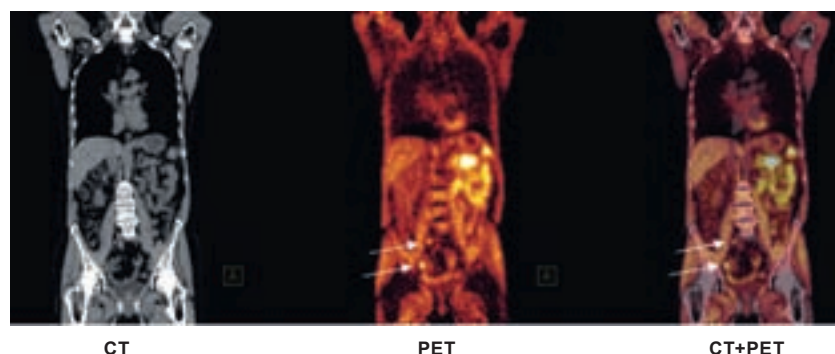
Man med stigande PSA-värden som misstanke på recidiv efter behandling av prostatacancer. CT till vänster visar inga förändringar. FDG-PET (mitten) visar två tydliga metastaser. Bilden till höger (PET/CT) visar metastasernas position i buken.
